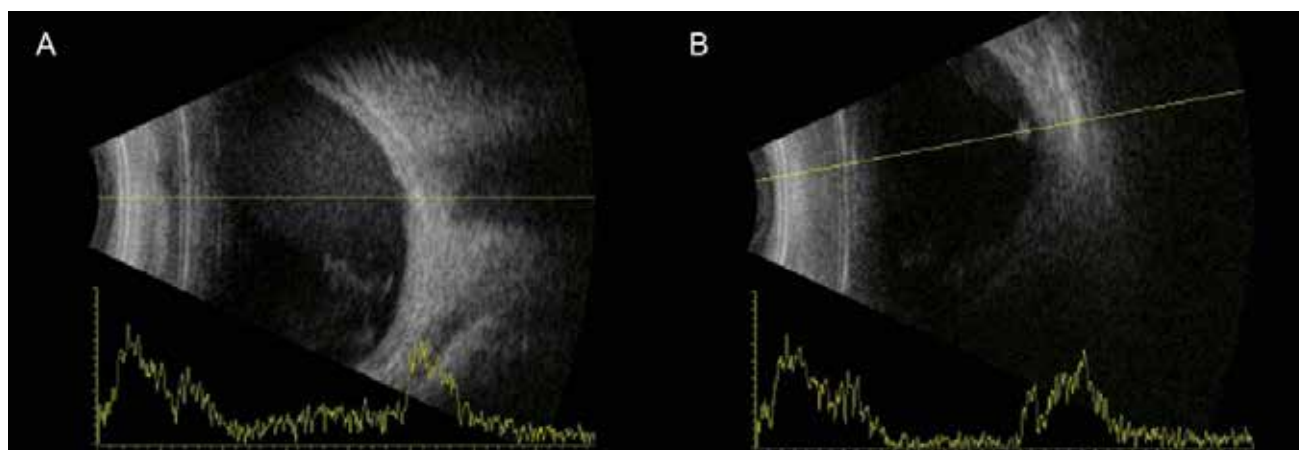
Ecografia a revelar retina aplicada sem trações, hemorragia intravítrea dispersa (A), associada a imagem hiperecogénica coincidente com pico de refletividade em A-scan, compatível com opérculo solto (B).
